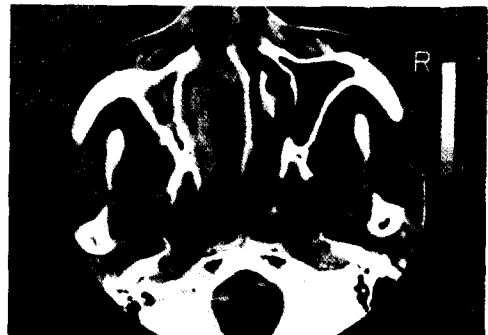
CT scan shows soft tissue density mass which occupies entire left nasal cavity and is extended to left orbit and nasopharynx. (Case 2).
